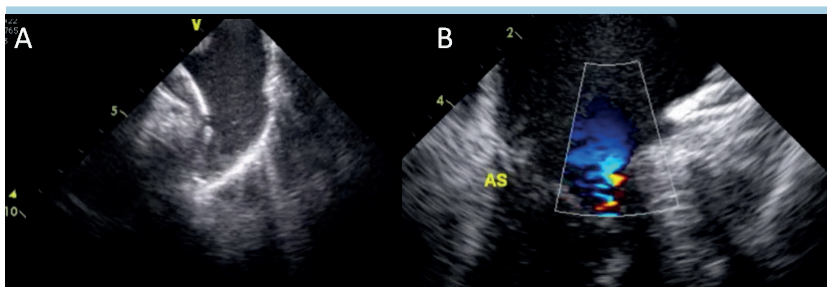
Visualizzazione mediante ecografia intracardiaca dall'atrio sinistro (AS) e dell'auricola sinistra (A) e della valvola mitrale (B).
